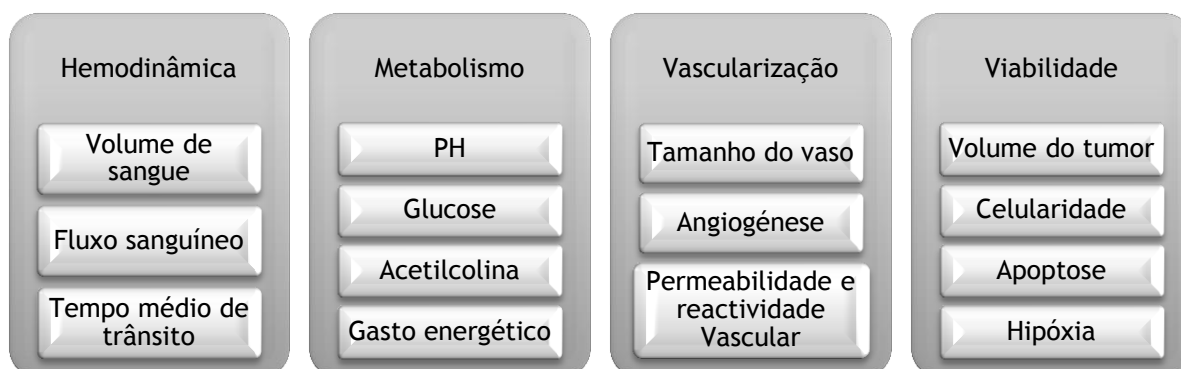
Parâmetros de investigação nas novas modalidades técnicas da RMN
